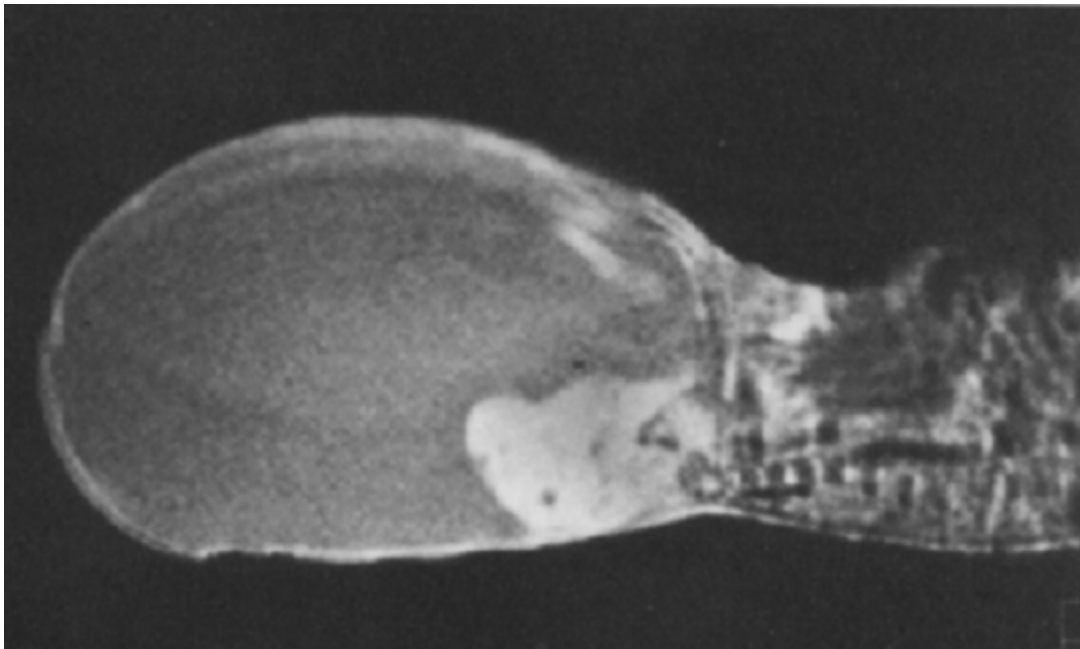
IRM initiale en séquence T1 avec injection de Gadolinium.[50]
